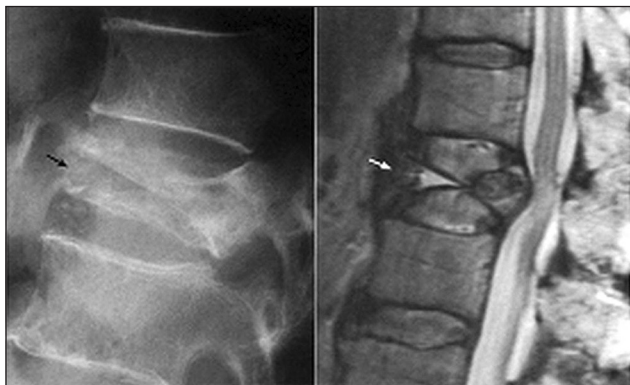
Фрагмент боковой рентгенограммы в положении разгибания и сагиттальное Т 2 ВИ у больного (61 год) с болевым синдромом после падения. В переднем отделе компремированного тела Th XII определяется треугольный участок пониженной плотности, что отображает воздушную щель (стрелка). При МРТ визуализируется значительное сплющивание данного тела позвонка со смещением его задней поверхности в позвоночный канал и гиперинтенсивным сигналом в передней части тела
